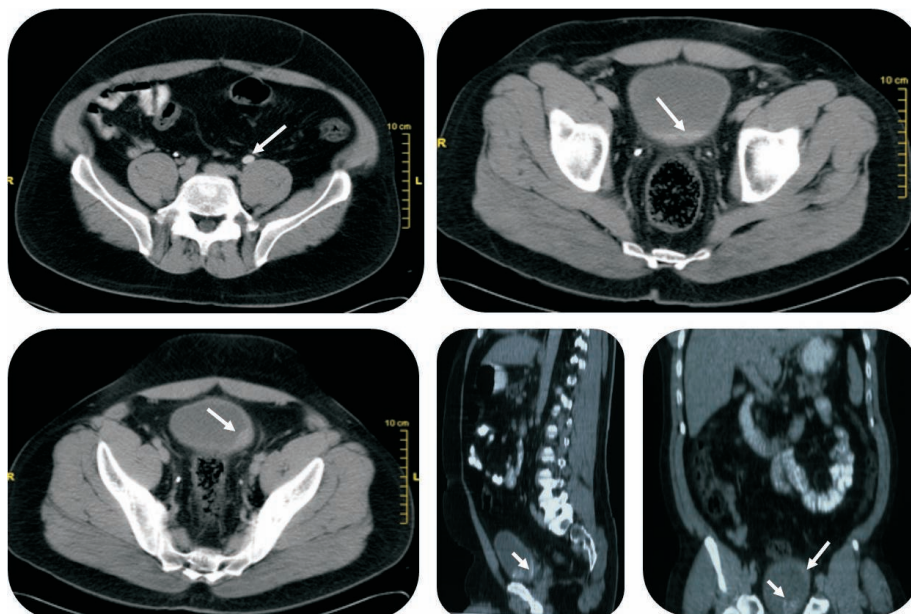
Tomografia Computorizada: Dilatação do ureter esquerdo a nível dos 2 terços distais e hiperdensidade das paredes posterior e lateral esquerda da bexiga.
